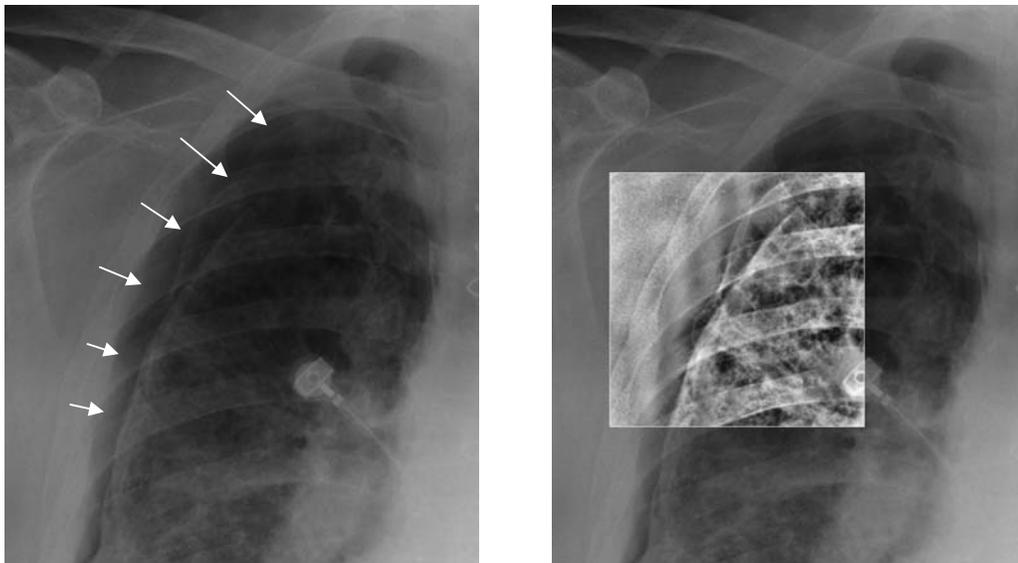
Sinistra: immagine di radiografia toracica portatile con ampio pneumotorace. Destra: inserto che mostra le differenze di texture risultanti dall'applicazione del filtro di miglioramento del pneumotorace per l'elaborazione dell'immagine.
